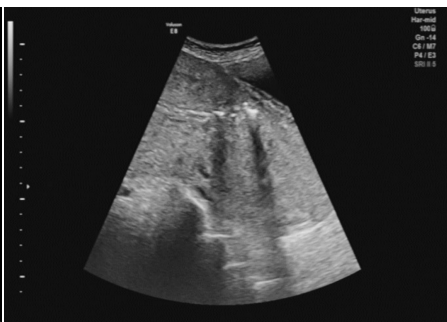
超声示子宫下段前壁肌层回声连续性中断, 其内见散在气体样强回声, 延伸至浆膜下, 该处浆膜回声连续
